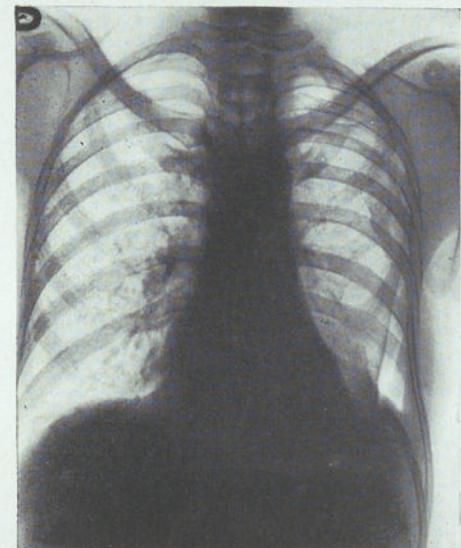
Radiografía del 7-V-38. El mismo caso. La cavidad ha desaparecido.
